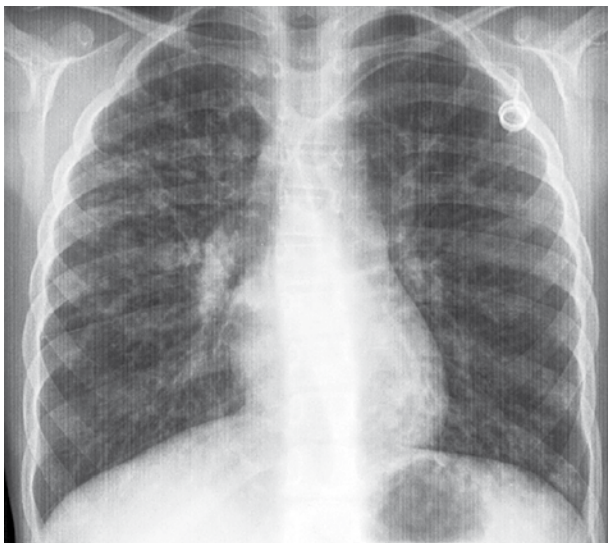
Radiografía de tórax (2010) que muestra atrapamiento aéreo bilateral, engrosamiento de paredes bronquiales, tapones mucosos y sugiere bronquiectasias.
